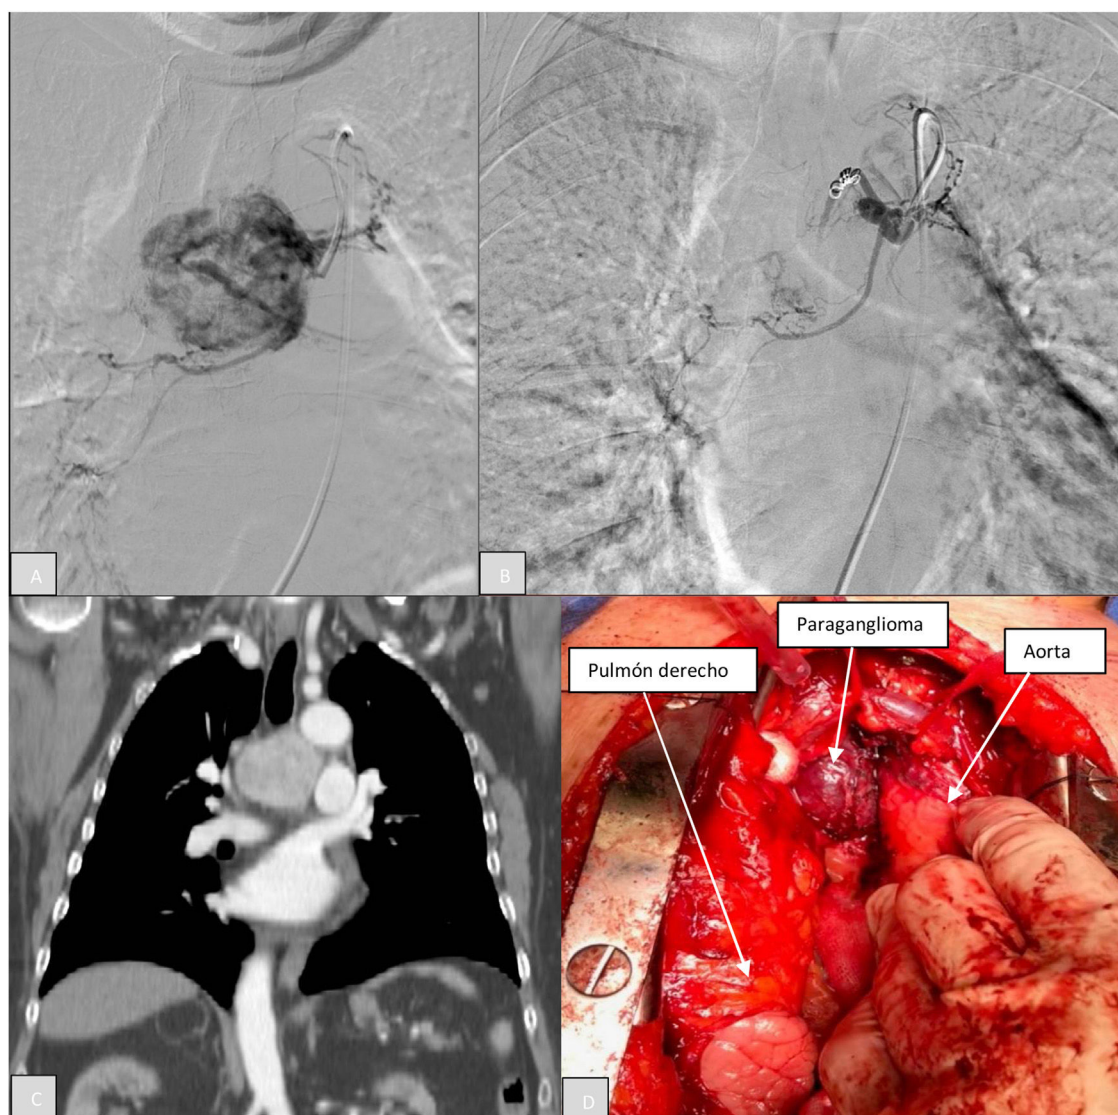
A) Cateterismo e infusión de contraste en la periferia de la lesión. B) Cateterismo y embolización con coils de la lesión. C) TC en corte sagital donde se aprecia el efecto masa de la lesión. D) Esternotomía media de la paciente del caso número 2.
